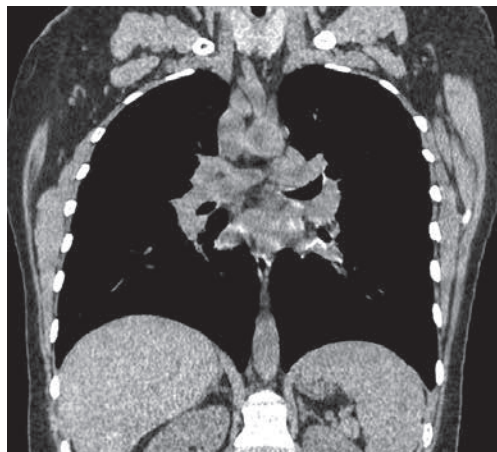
Саркоидоз второй стадии органов дыхания. Мультиспиральная компьютерная томография. Фронтальный скан
